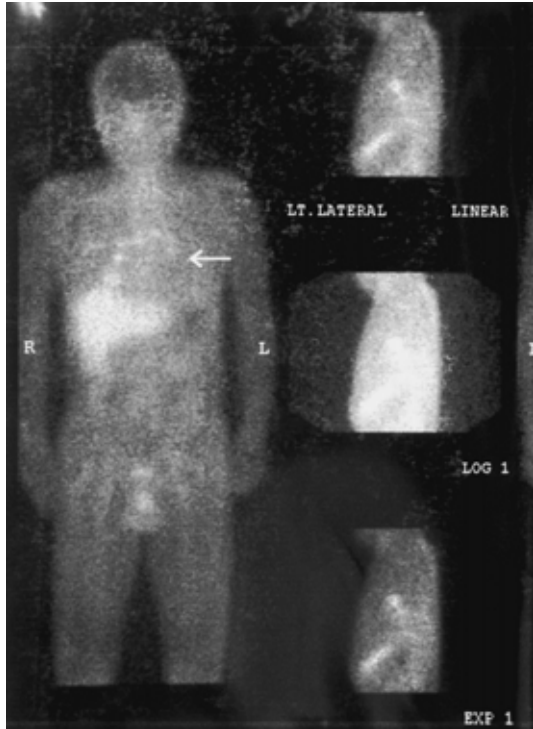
Gallium scintigram showed hot uptake in bilateral hilar regions and the mediastinum.
